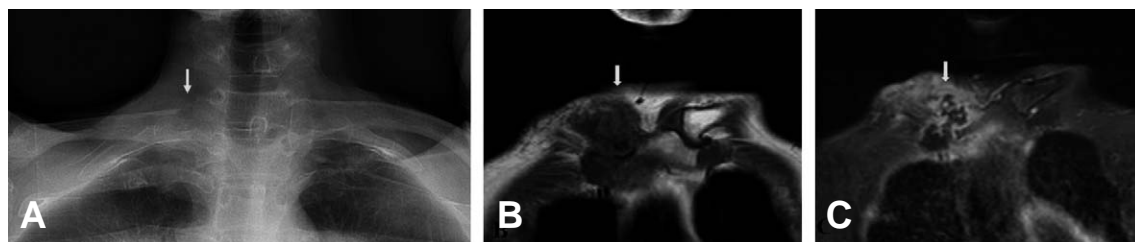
Preoperative sternoclavicular joint Hobb's view shows cortical erosion with destruction of the medial end of right clavicle (arrow) (A). Precontrast MRI shows low signal intensity with cortical destruction of endplate bone marrow at right SC joint and synovial fluid collection on coronal T1WI (B). On postcontrast fat suppressed coronal T1WI, multifocal abscess formation with soft tissue extension is seen at the right SC joint, suggesting septic arthritis (C).
